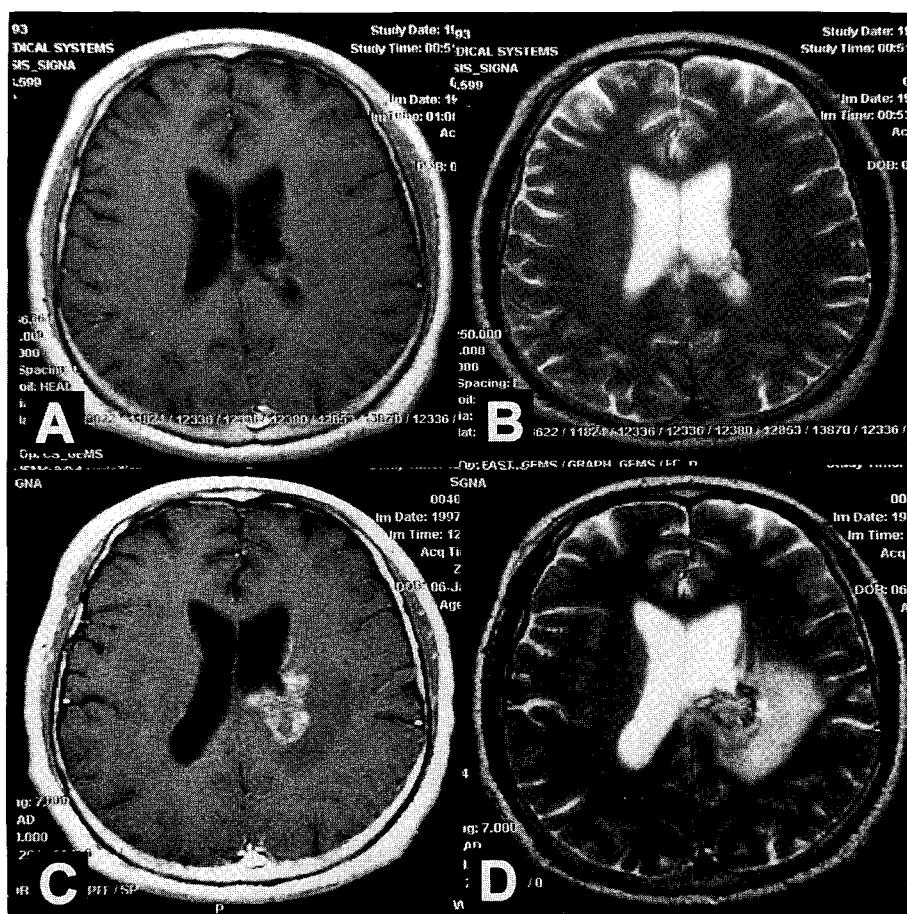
Pre-treatment T1- and T2-weighted axial MRI scan (A and B) of an AOVM in 51-year-old male shows 20 mm sized lesion located in the deep fronto-parietal lobe. He received stereotactic radiosurgery of 25 Gy to the 80% isodose surface. Radiation-induced necrosis (C) and peripheral edema (D) appeared 11 months after treatment.
